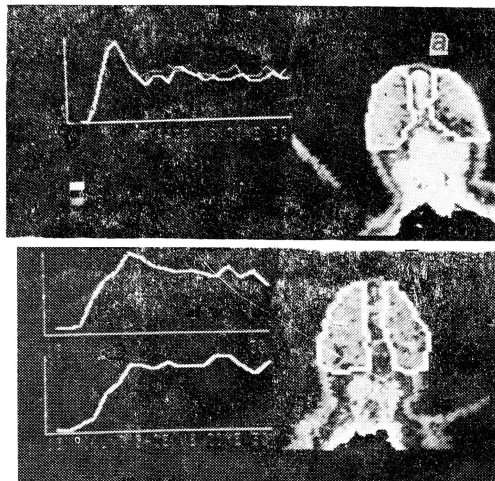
Энцефалосцинтиграмма и кривые «активность — время» при герпетическом энцефалите: а — данные новорожденного ребенка без поражения головного мозга; б — увеличение времени артериальной и венозной фаз у новорожденного с герпетическим энцефалитом (2 недели жизни).
